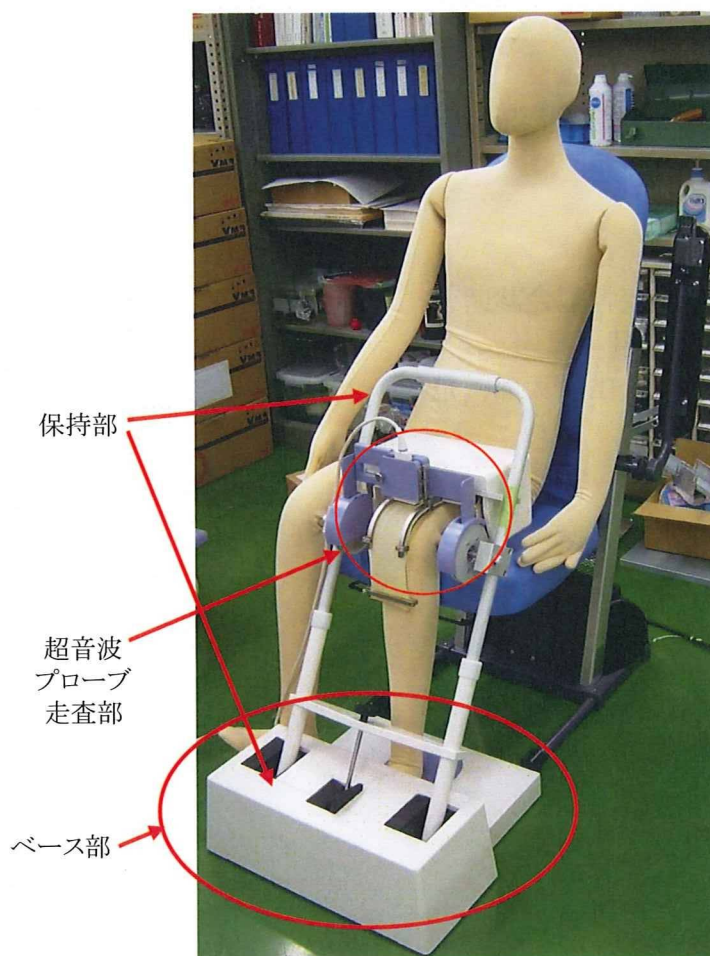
超音波プローブスキャナーの試作機の概観(2008年度)
